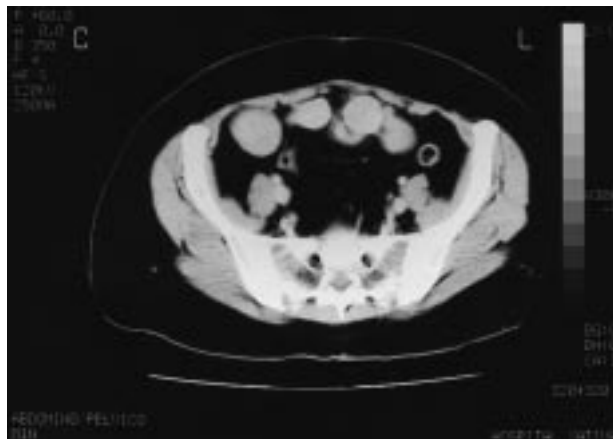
TC preoperatoria: múltiples tumoraciones redondeadas y de bordes lisos a la altura de la pelvis.
